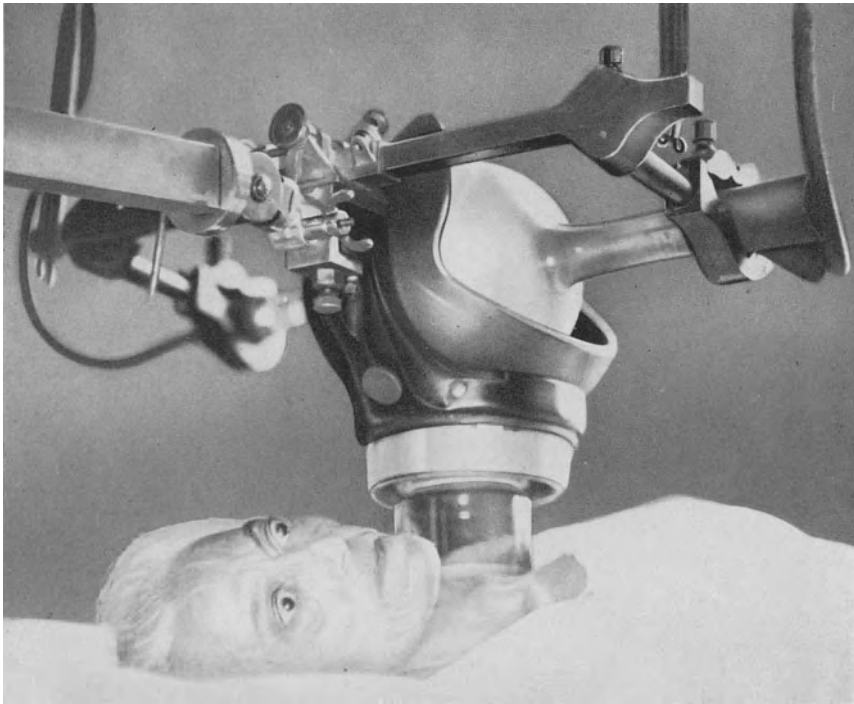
Röntgenbestrahlung des linken Schilddrüsenlappens bei Basedowscher Krankheit.
